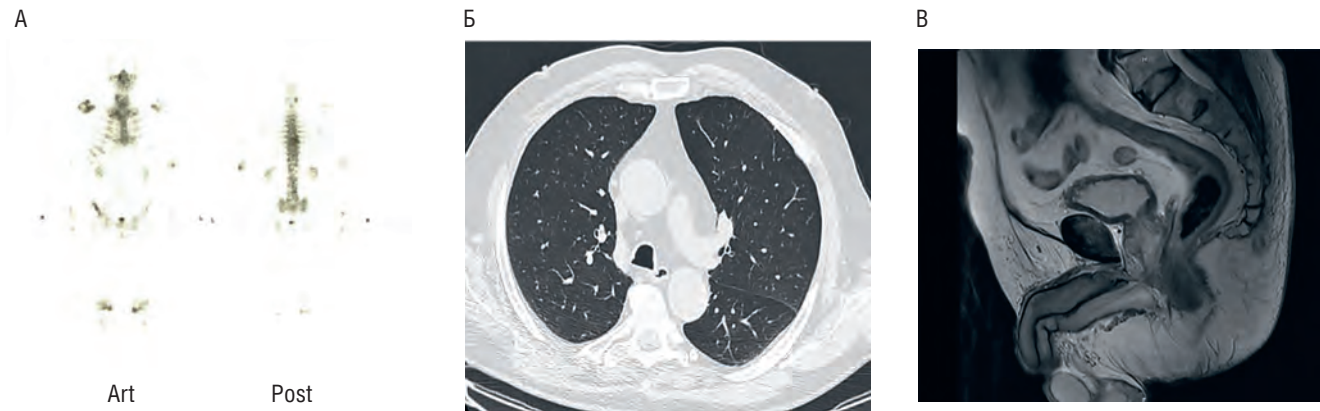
Результаты визуализации: А – остеосцинтиграфия, патологического накопления радиофармацевтического препарата не выявлено; Б – компьютерная томограмма органов грудной клетки, без очаговых изменений; В – магнитно-резонансная томограмма малого таза, без признаков локального рецидива
